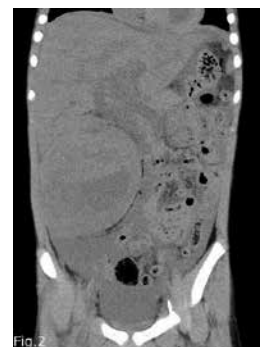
coronal image of Ai-CT
